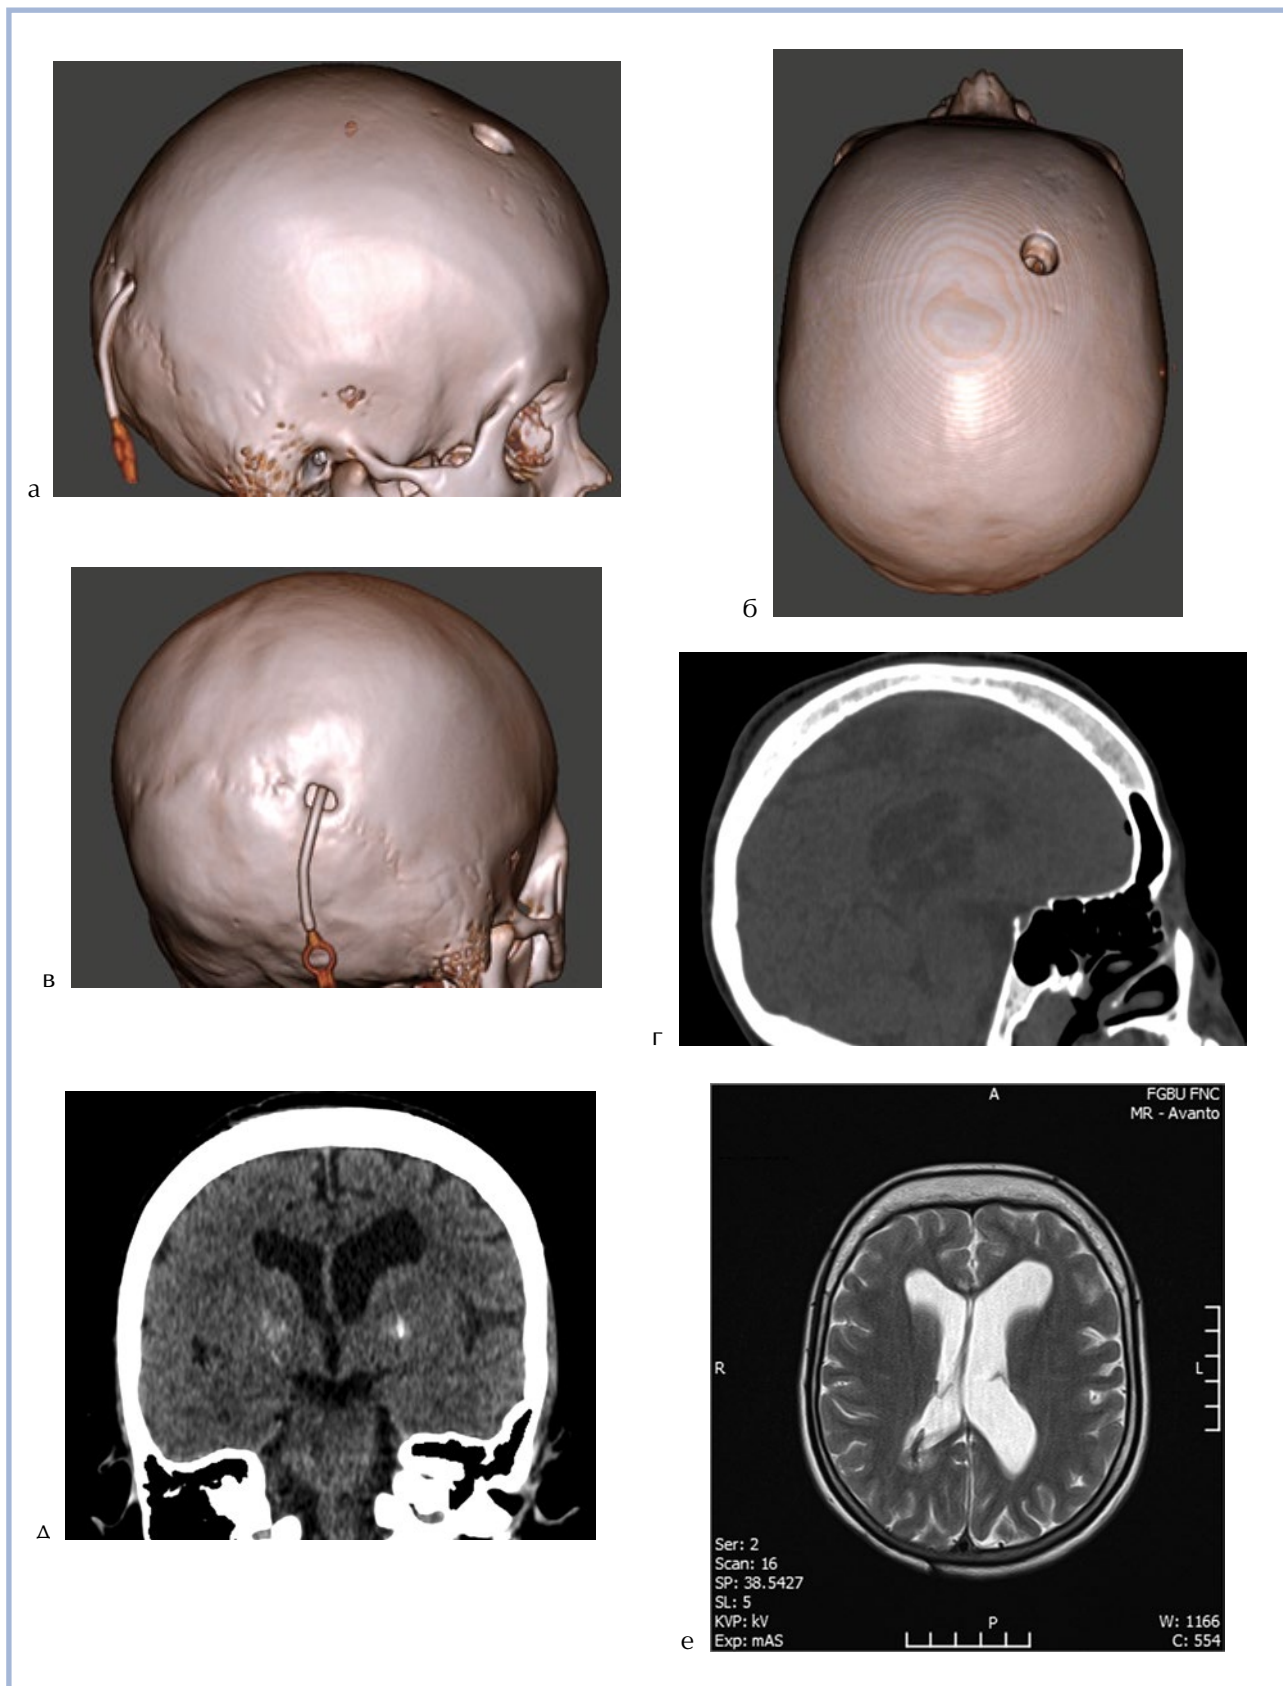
Клинический пример 3. а — КТ ребенка, выполненная при замене шунтирующей системы в возрасте 10 мес; б — при очередном вмешательстве в возрасте 18 мес по данным КТ диагностировано зарастание сагиттального шва; в, г — снимки, выполненные при дисфункции шунта в возрасте 2 лет. Видно утолщение костей свода черепа; д, е — произведена переустановка катетера в затылочный рог, после чего проявления гипертензионного синдрома регрессировали. Наличие широких боковых желудочков обеспечивает резервное интракраниальное пространство, в связи с чем показаний к реконструкции черепа в настоящее время нет.
